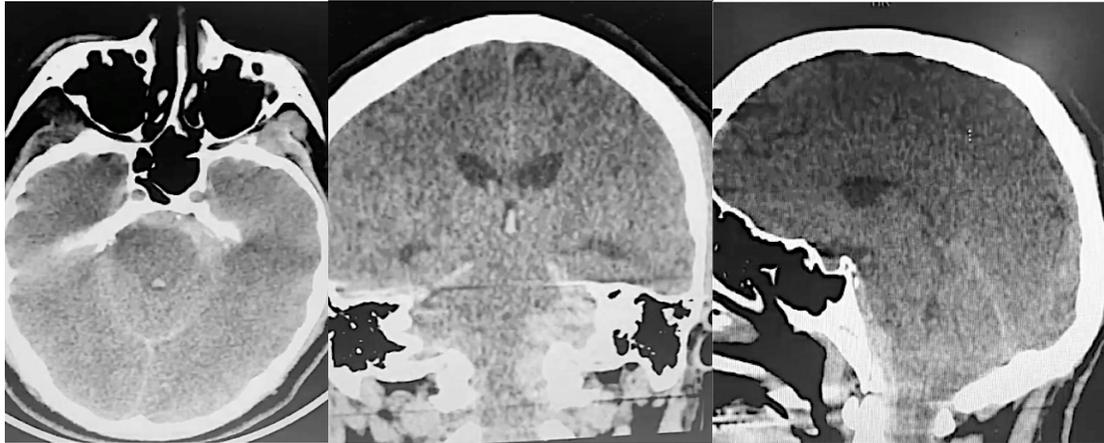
Imagen axial, coronal y sagital de la TC de ingreso, que evidencia hematoma subdural retro-clival pre pónico de predominio izquierdo con efecto de masa sobre el tronco encefálico. Se aprecia sangrado a nivel del IV ventrículo. Fuente: Banco de imágenes Clínica Valle Salud. Cali, Colombia.
